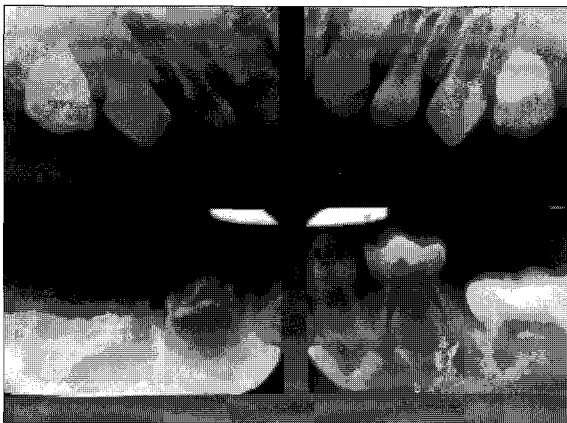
Radiographic view:Delayed development of lower right teeth
